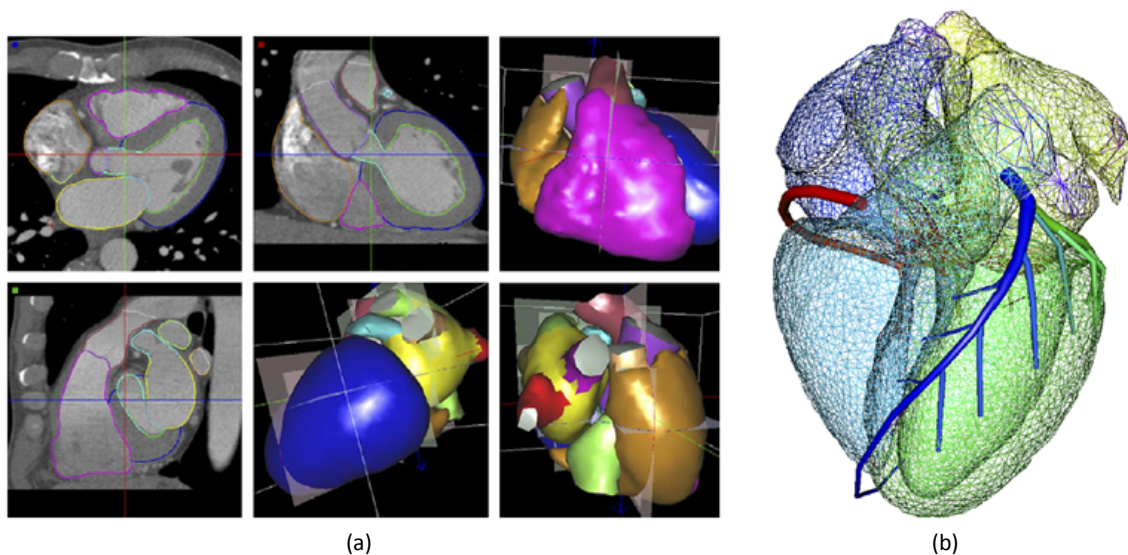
(a) Segmentación basada en atlas y *statistical landmark model* de una imagen CT cardíaca. Vista de las segmentaciones sobre tres cortes en los planos ortogonales y tres renderizaciones de las superficies segmentadas. (b) Mallas de superficie del atlas de corazón completo que incluye las principales arterias coronarias
